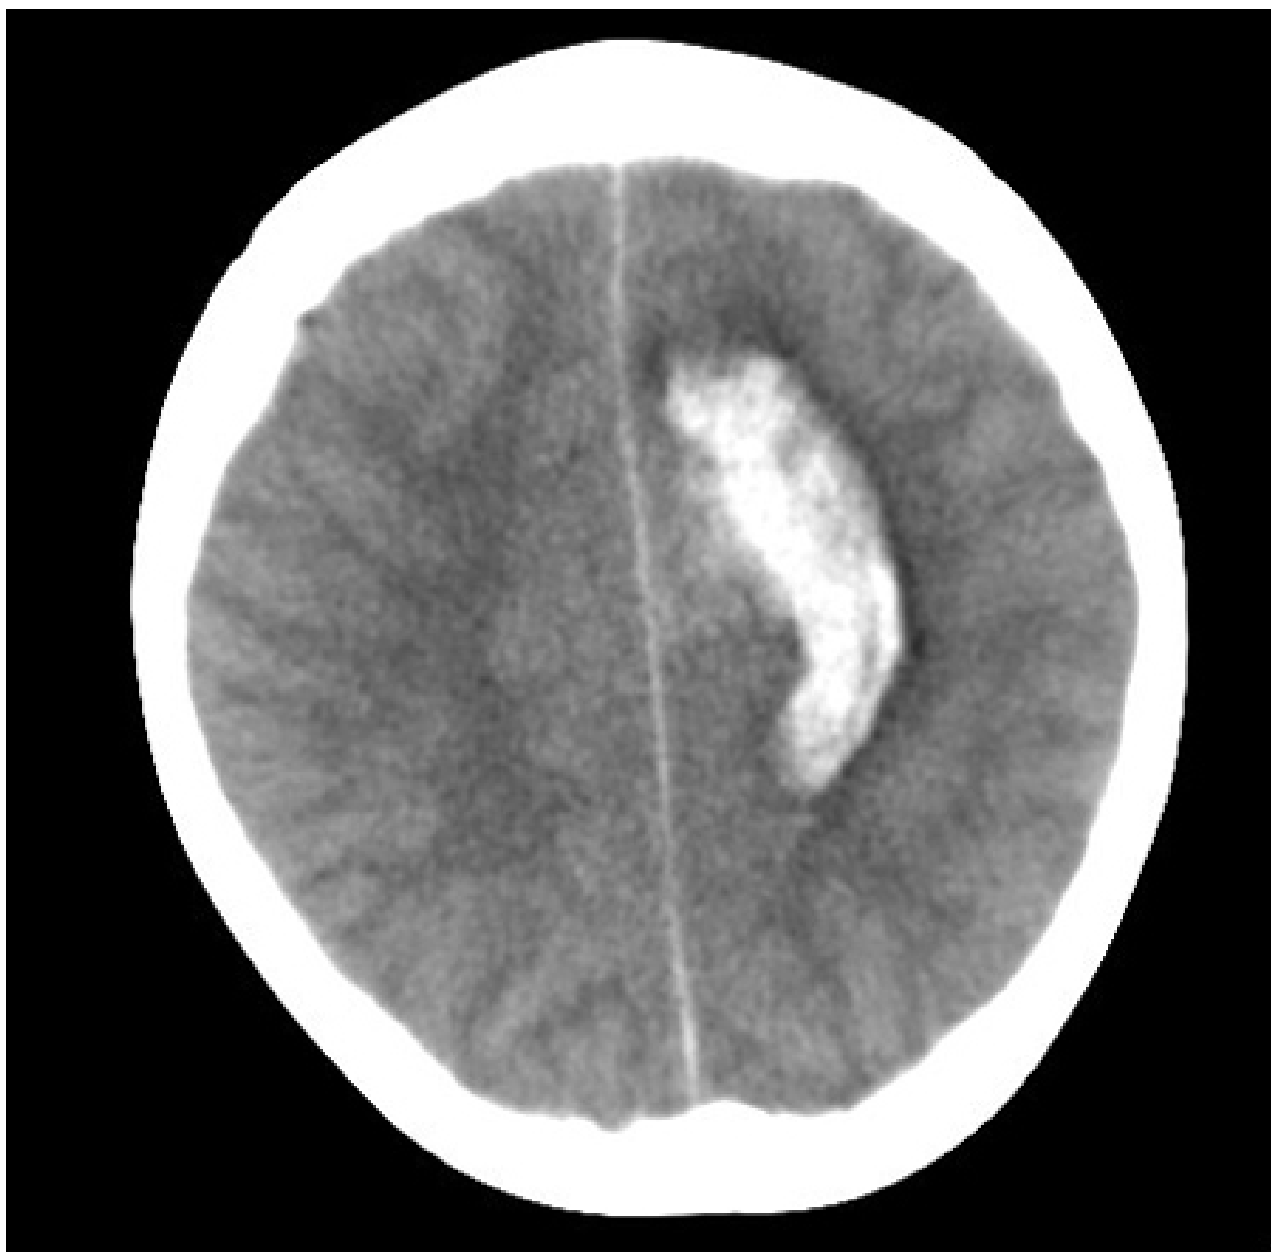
Hematoma intracerebral frontal posterior esquerdo secundário à malformação arteriovenosa (MAV) rompida (tomografia computadorizada [TC] axial sem contraste)
